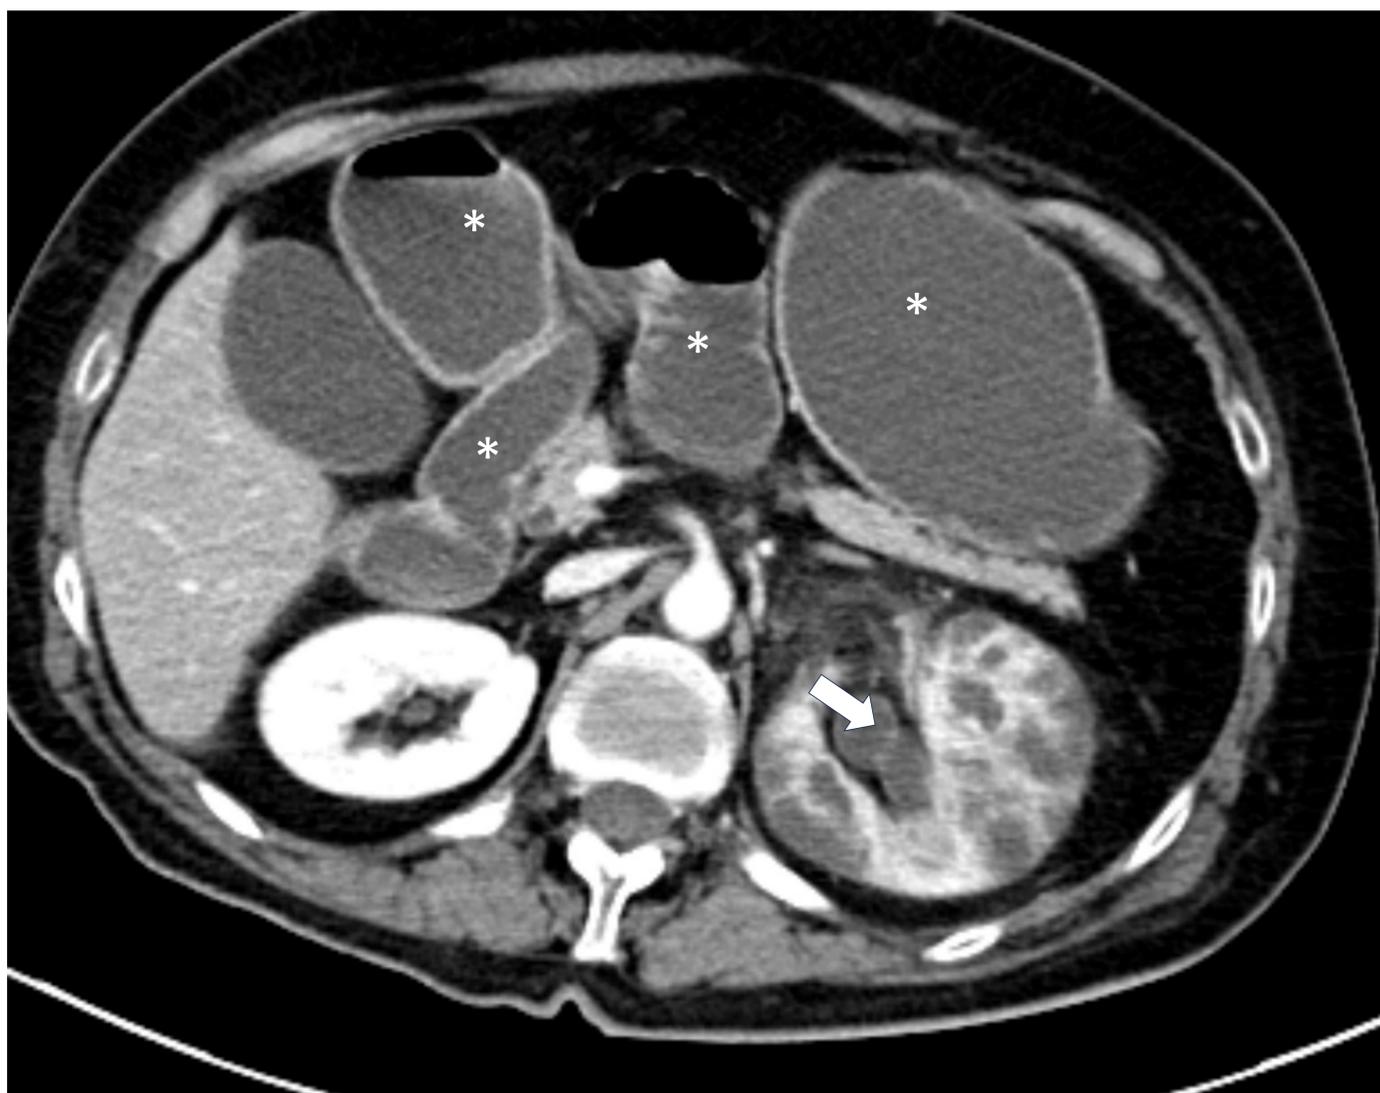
Paciente de 59 años que acude a urgencias por sepsis sin foco con inestabilidad hemodinámica, por lo que se realiza un TC abdominopélvico en fase portal tras la administración de contraste. Se objetiva el riñón izquierdo está aumentado de tamaño, globuloso con respecto al contralateral, en el parénquima renal se observa múltiples áreas hipodensas parcheadas que dan al riñón un aspecto “atigrado”. Y en áreas de parénquima renal respetado se observa menor realce que el contralateral.
